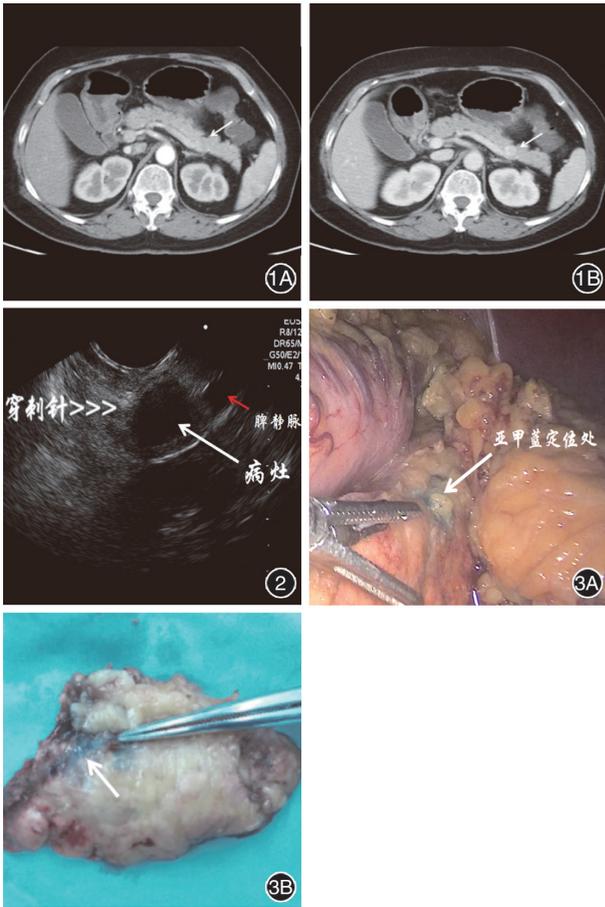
腹部增强 CT 1A:胰体尾部见一类圆形病灶,动脉期呈等-低密度混杂病灶(白箭头);1B:病灶静脉期可见明显强化,边界清晰,大小约 12 mm×13 mm(白箭头) 图 2 内镜超声见胰体近胰尾一类圆形低回声病灶(白箭头),大小约 1.15 cm×1.53 cm,病灶与脾静脉(红箭头)关系密切,用 22G 穿刺针进行穿刺,在距离病灶胰体侧 3 mm 处(重叠白箭头)注射染料 图 3 腹腔镜下胰远端切除术 3A:内镜超声引导下细针纹身术 2 h 后腹腔镜探查,胰体尾部表面可见亚甲蓝定位点(白箭头);3B:术后标本可见切缘有亚甲蓝标记(白箭头)
